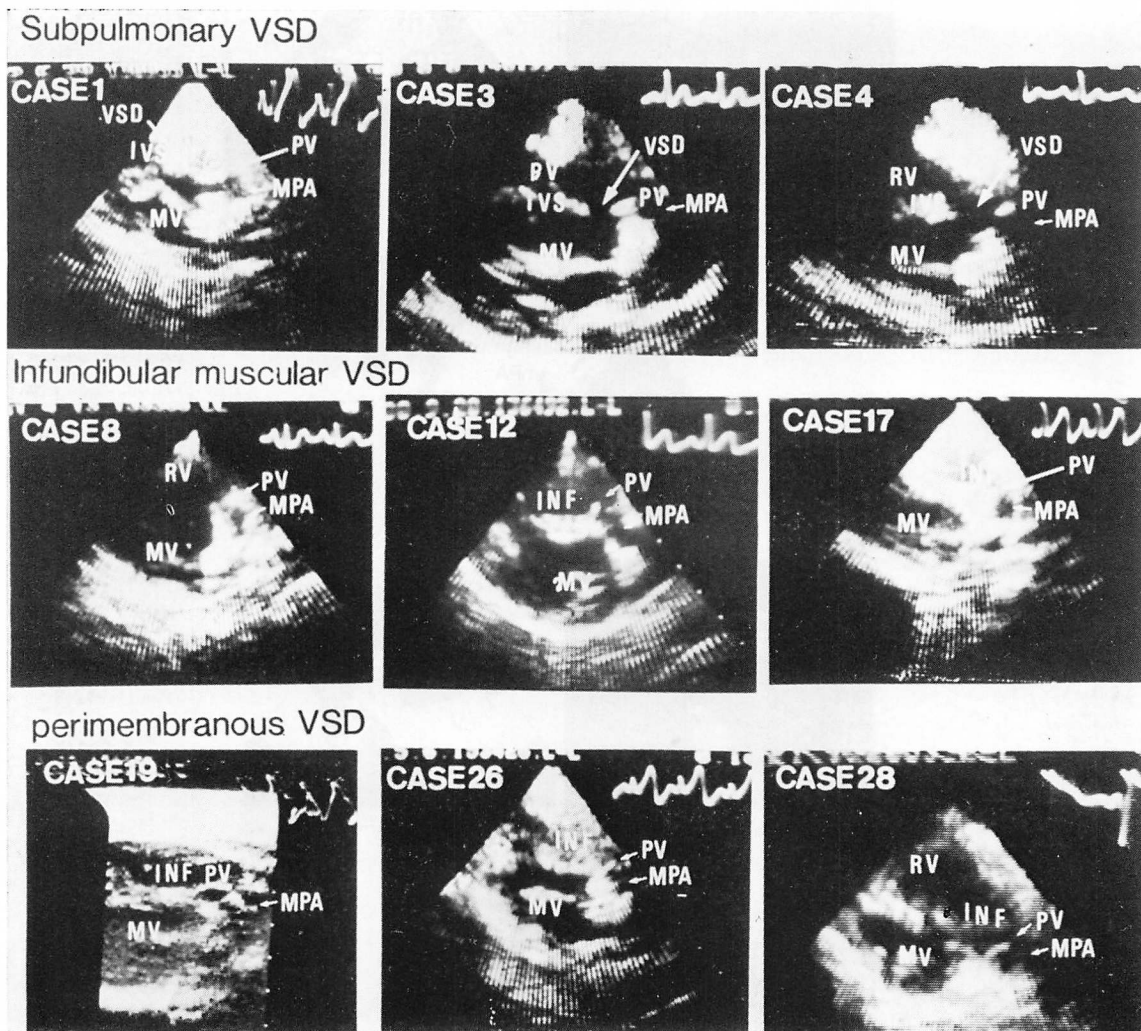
Typical echocardiographic patterns of the three types of VSD depicted in the plane 2.
